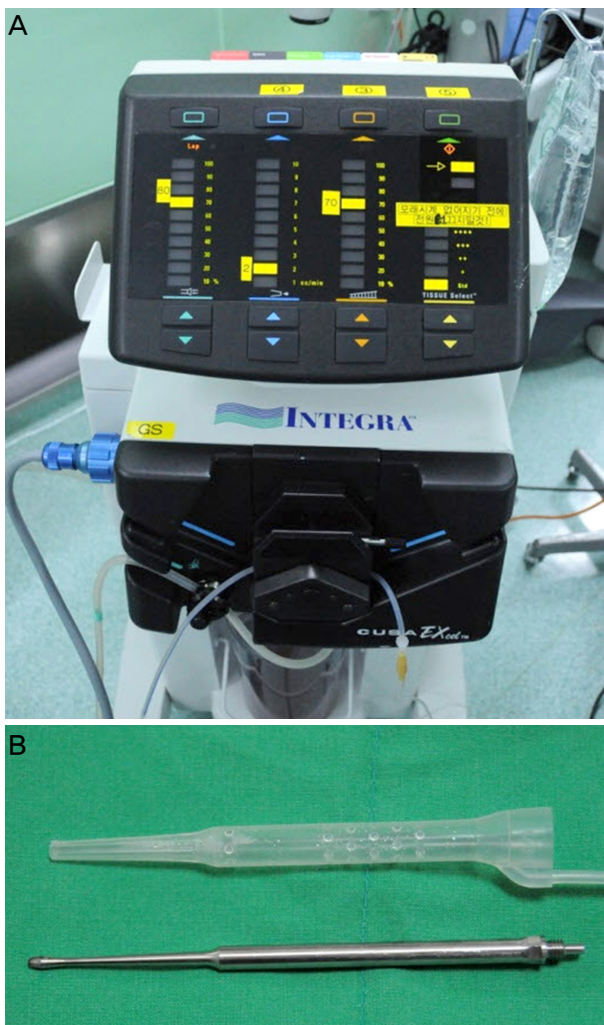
Photograph of ultrasonic bone aspirator. Cusa power supply unit (A) and tip (B).
